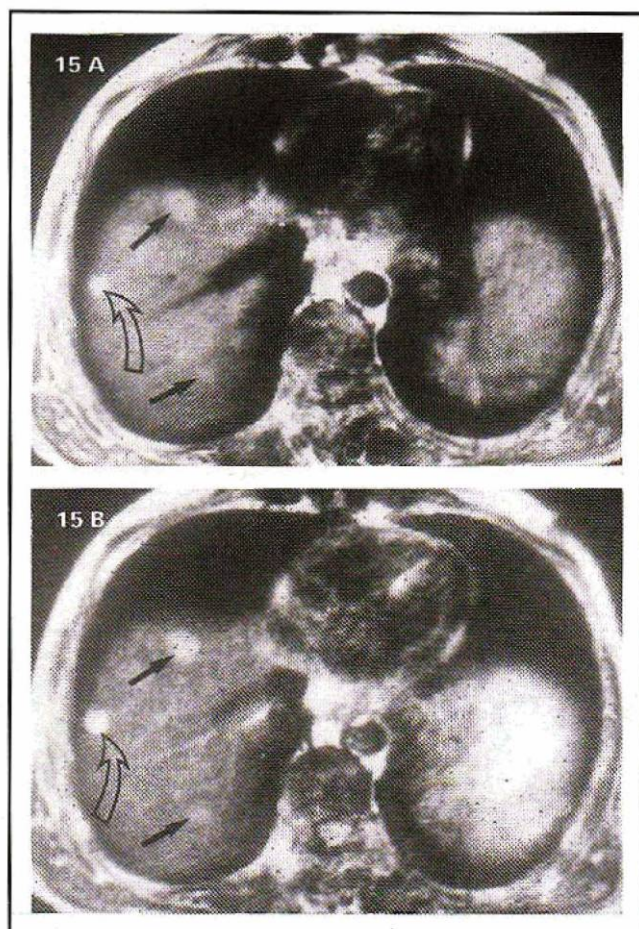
Métastases d'un gastrinome sécrétant associées à un angiome IRM images pondérées faiblement (15A, 1^{re} écho) et plus fortement (15B, 2^e écho) en T2. Il existe deux types de nodules dont le signal évolue différemment dans le temps :
